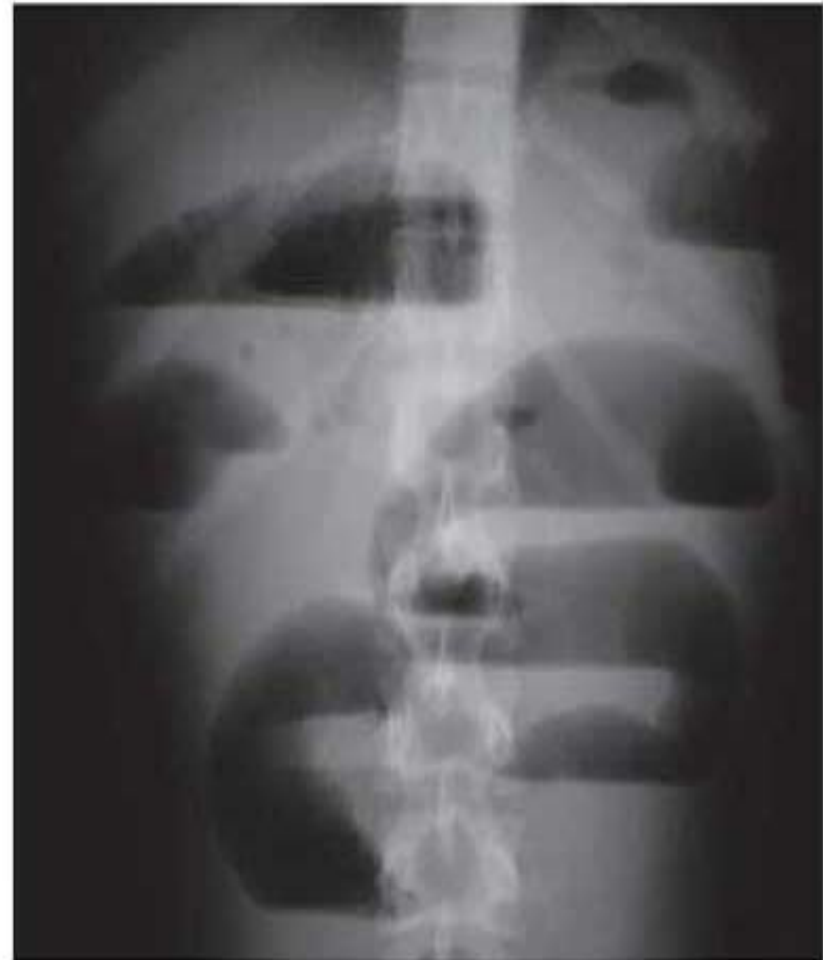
Radiografía Simple de Abdomen al ingreso. Se aprecian niveles hidroaéreos múltiples dependientes de asas delgadas.
